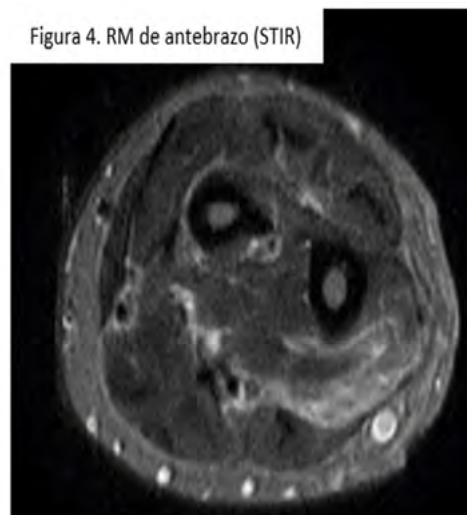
RM de antebrazo (STIR)
